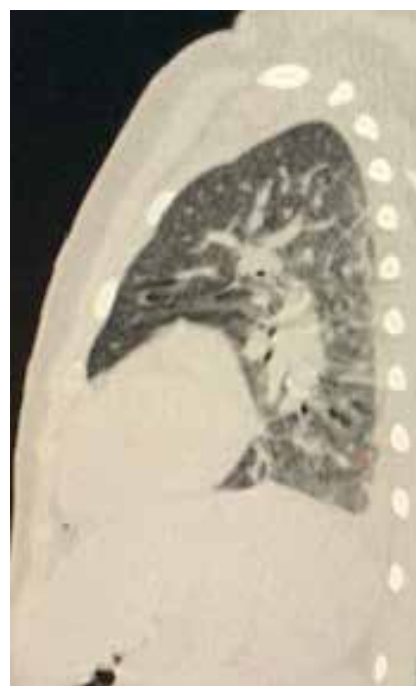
КТ сагитальный скан случай 2.
